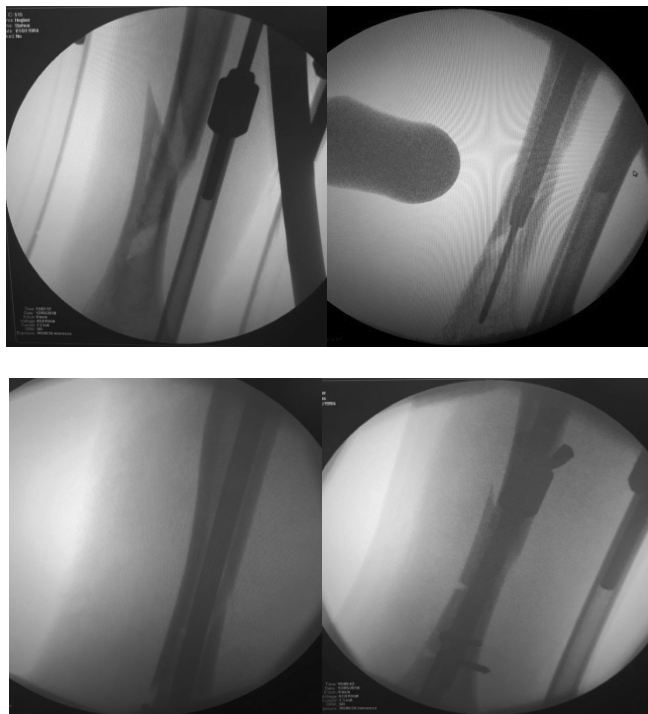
Больной С., 25 лет. (12 А-1). Интраоперационные рентгенограммы этапов закрытой репозиции и БИОС
